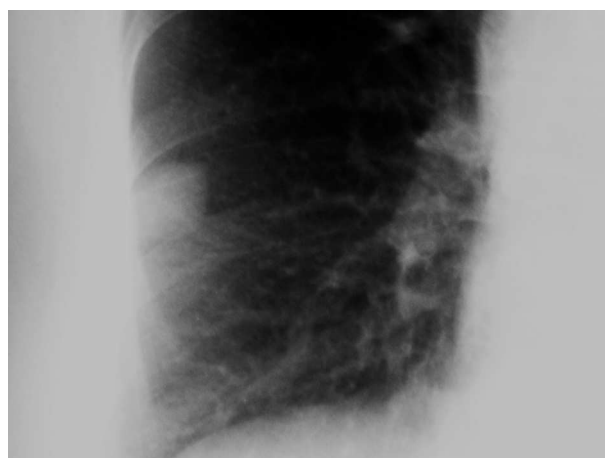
Detalle de radiografía de tórax.
